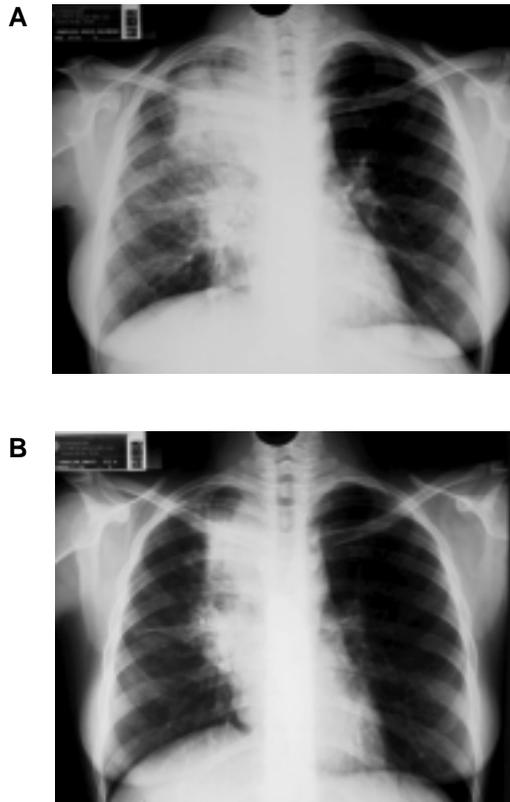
Radiografía simple de tórax. A. Infiltrados alveolares del lado derecho que provocan borramiento del borde derecho de la aorta y borramiento parcial del borde cardíaco derecho; ensanchamiento mediastinal en relación con la presencia de compromiso ganglionar. B. Dos semanas después de iniciado el tratamiento antituberculoso; mejoría notable del cuadro de síndrome de vena cava superior.
